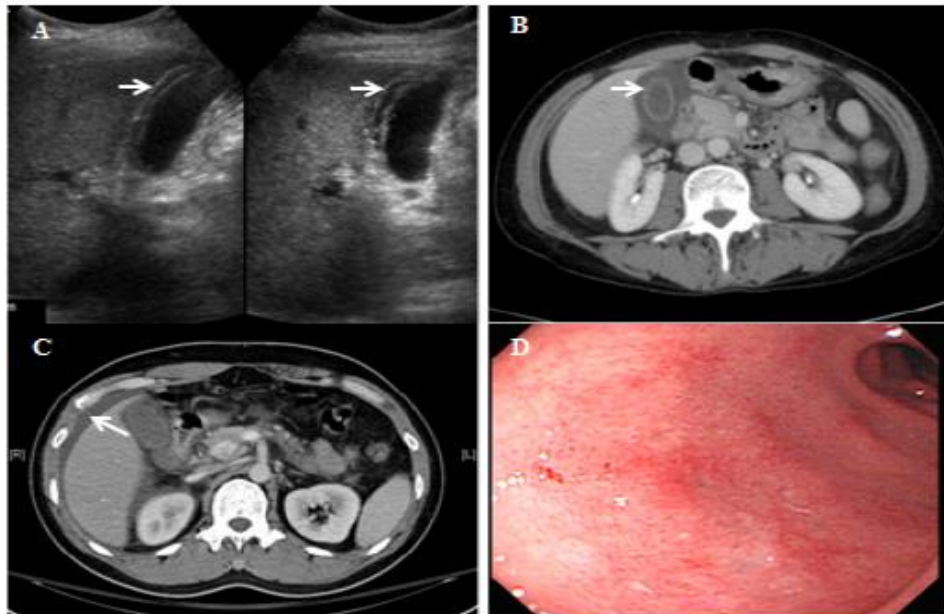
腹部超音波和斷層掃描顯示膽囊壁水腫（A和B）和腹水（C）；內視鏡檢查顯示點狀出血性胃炎（D）
